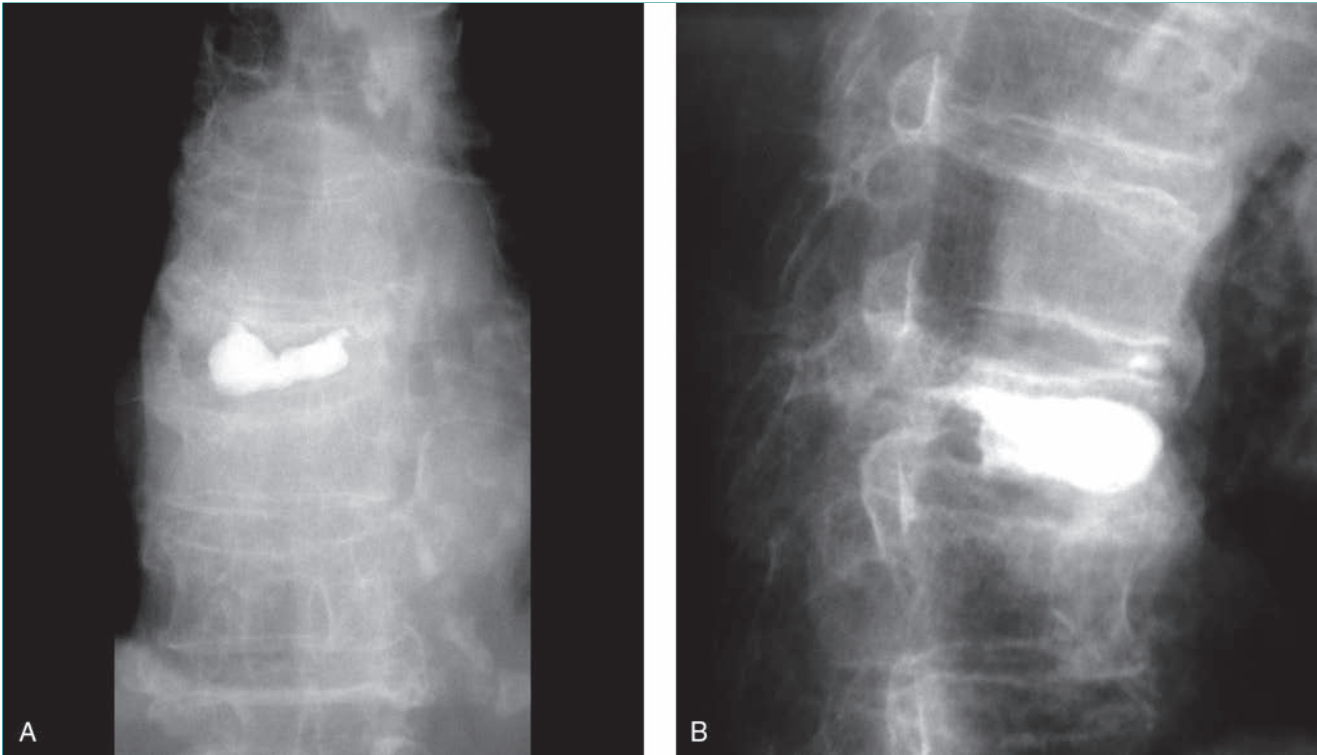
Radiografías anteroposterior (A) y lateral (B) de la columna vertebral de una mujer con cáncer de pulmón con metástasis en una vértebra dorsal, que provocó su aplastamiento con intenso dolor. La vertebroplastia mejoró marcadamente el dolor.
